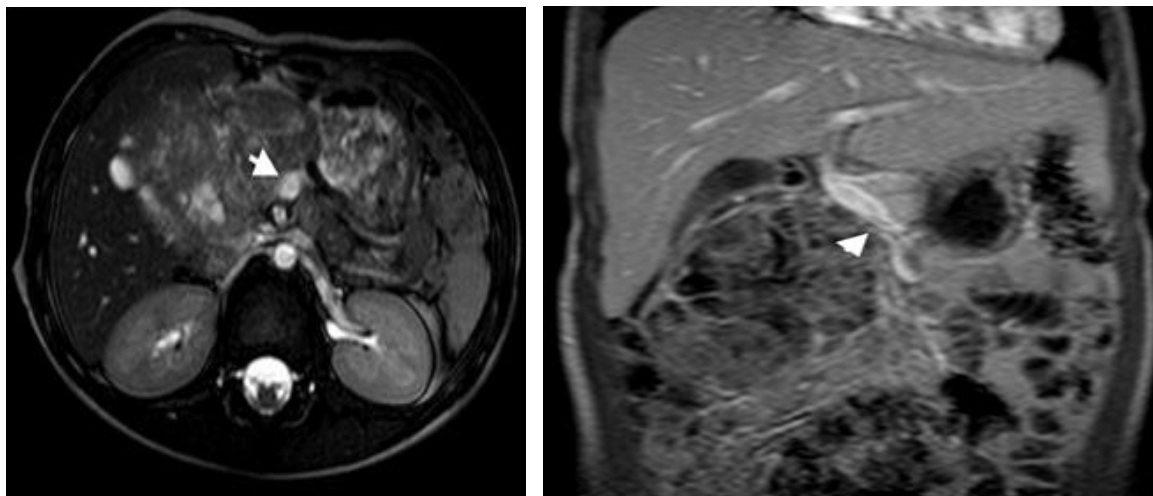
Томограма доопераційної МРТ пухлини головки підшлункової залози та її інвазії в стінку верхньої брижової вени
